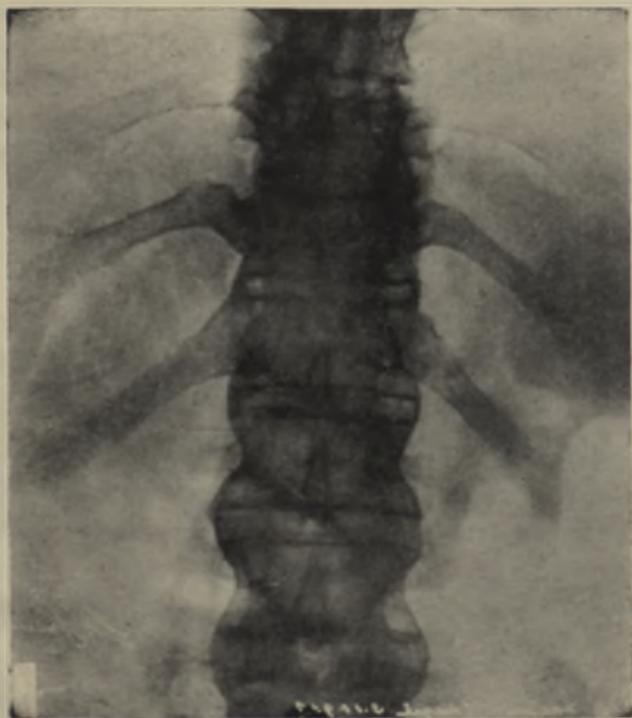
Vê-se nesta radiografia o clássico e inconfundível «*Bambu raquidiano*». Homem de 36 anos com síndrome de STRÜMPELL-MARIE.
